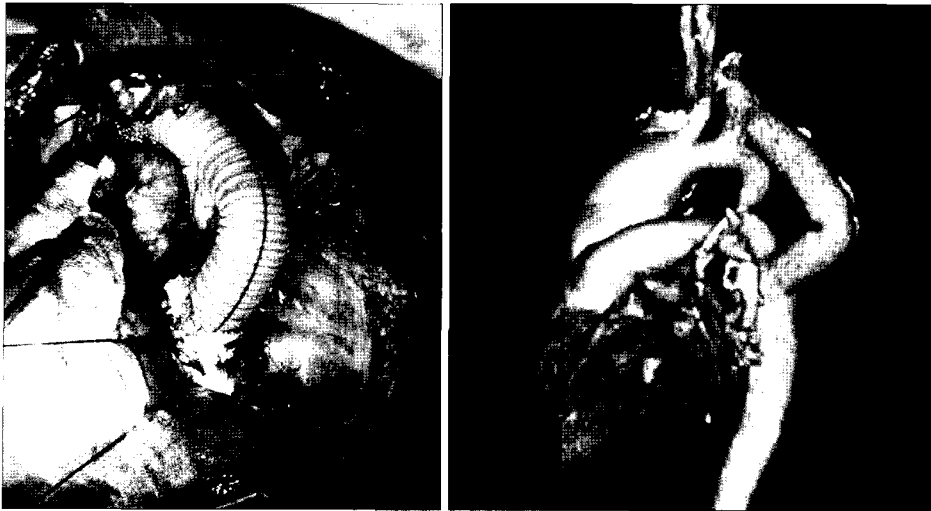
Operative finding and post-operative 3-dimension CT image of case 2. The course of bypass graft is left subclavian artery to descending aorta.
